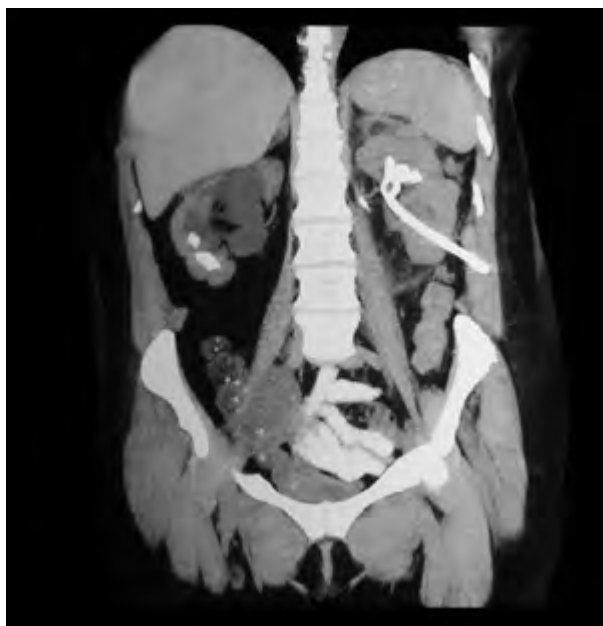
TAC de control en la que no se evidencia colección retroperitoneal.
